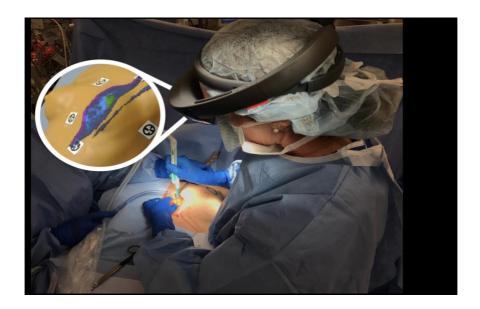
Un prototipo del sistema de realidad mixta para la planificación quirúrgica de mama. El cirujano usa las gafas HoloLens que proyectan un holograma 3D de imágenes de RMN preoperatoria en el seno de la paciente a través del rastreo basado en marcadores, y muestra la ubicación y forma del tumor (Perkins y otros., 2017).
